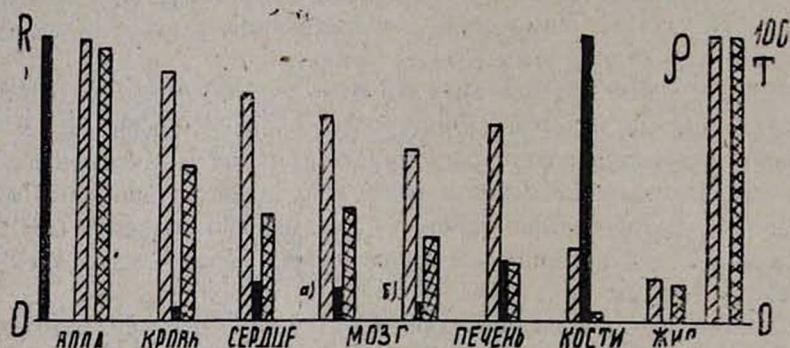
Сравнение средней контрастности изображения при рентгеновском (R—черного цвета) и ЯМР-методе (спиновая плотность ρ и относительное время релаксации T_1). а)—серая, б)—белая масса мозга.
